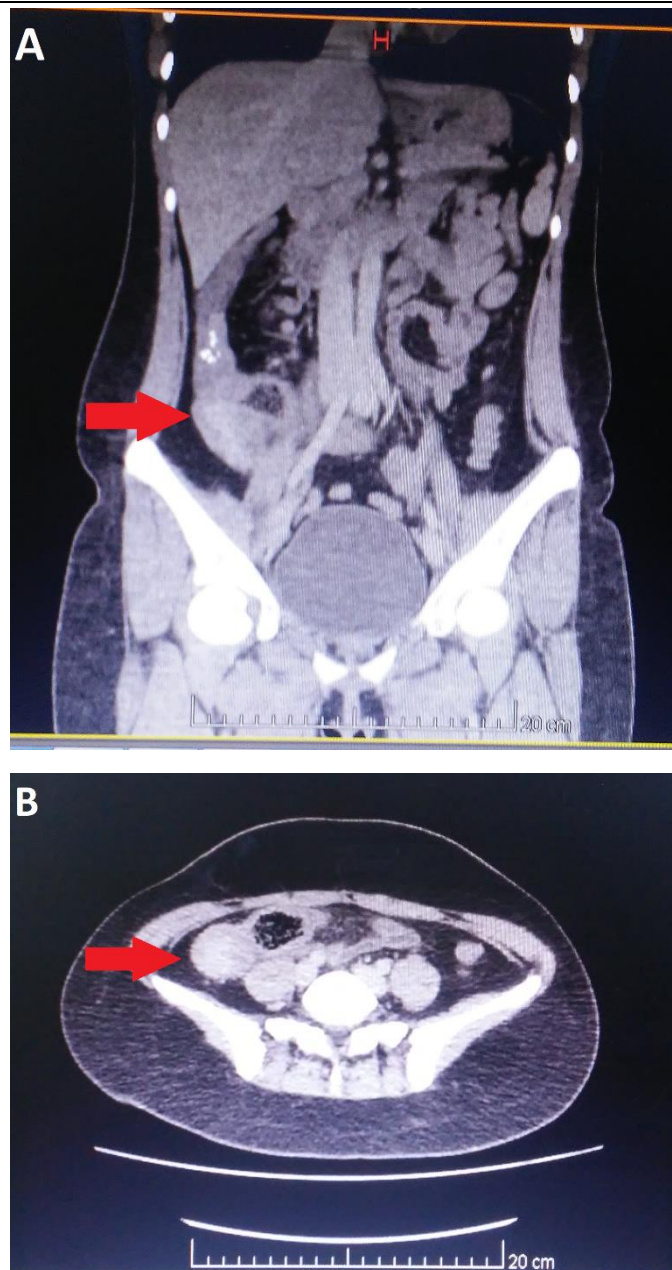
A y B Tomografía abdomino-pélvica con doble contraste en la que se identifica la presencia de una masa sólida en la región ileocecal (flecha roja).
